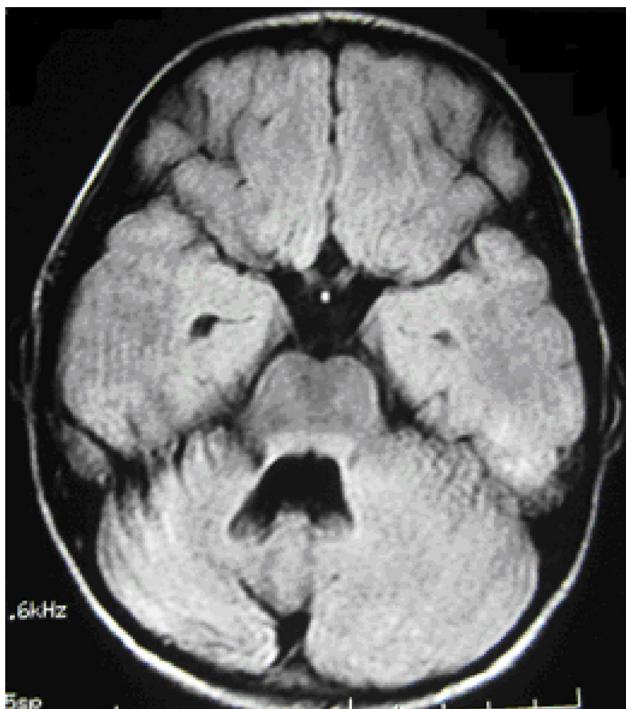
RM cerebral del caso 1, secuencia FLAIR corte axial. RM realizada después de 15 meses de la hemicerebelitis, mostrando la hemiatrofia del hemisferio cerebeloso derecho.
